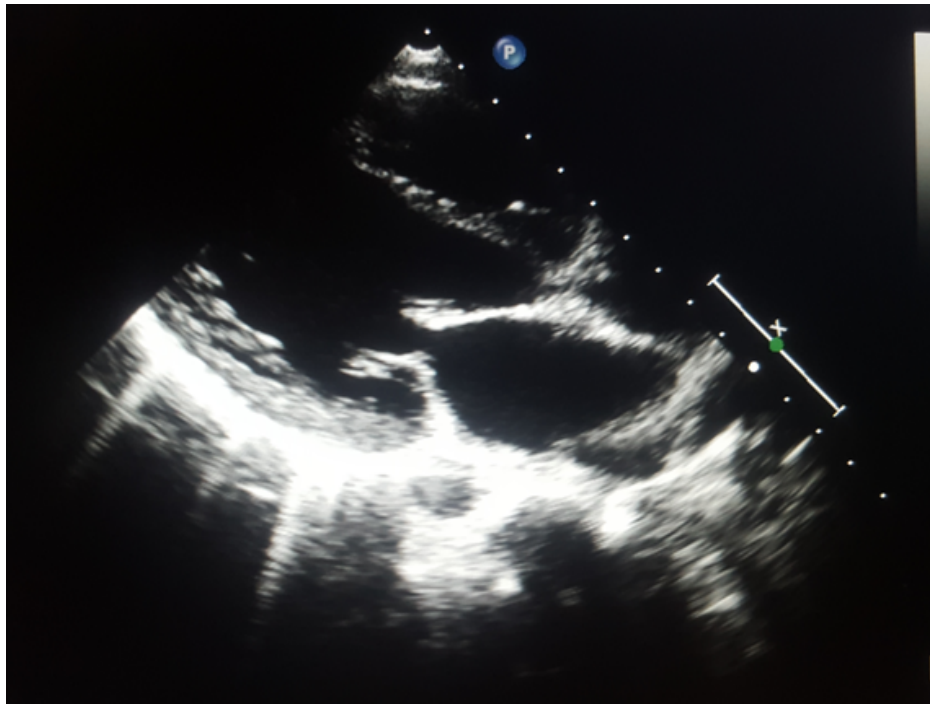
19 : échographie d'une patiente de notre série présentant une IM grade III avec des valves mitrales remaniées
